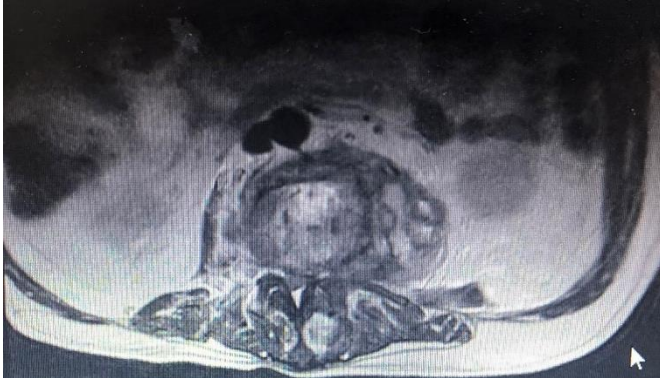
Resonancia magnética de columna dorsolumbar contrastada corte coronal. Disminución de los cuerpos vertebrales L3 y L4 los cuales son hiperintensos en secuencia T2, espondilodiscitis al mismo nivel.
